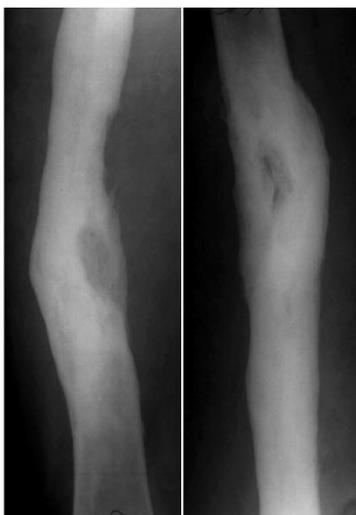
Рентгенограммы правого бедра пациента С. через 9 месяцев после операции. Полная и стойкая консолидация фрагментов бедренной кости
